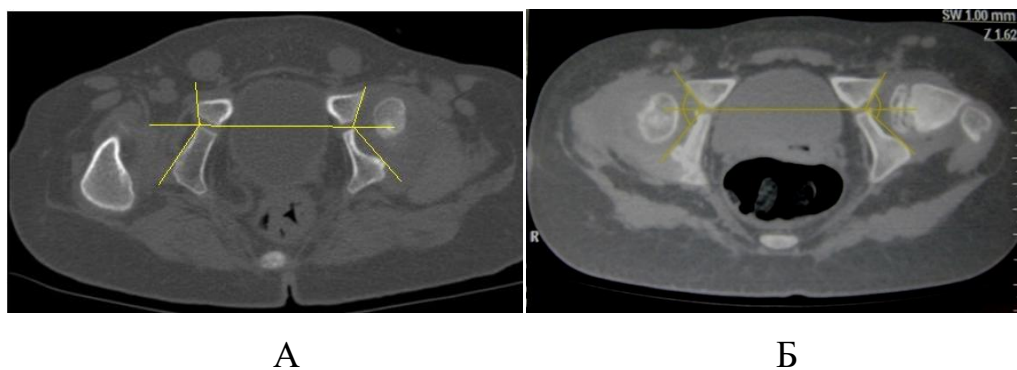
Результаты МСКТ ТБС, аксиальные срезы пациентки Б., 2014 г.р. (и/б №16/3949, №20/0956), диагноз амиоплазия, правосторонний вывих бедра, отводящие контрактуры ТБС: А – до лечения; Б – через 3 года после ОВБ, КОБ, ПОС
